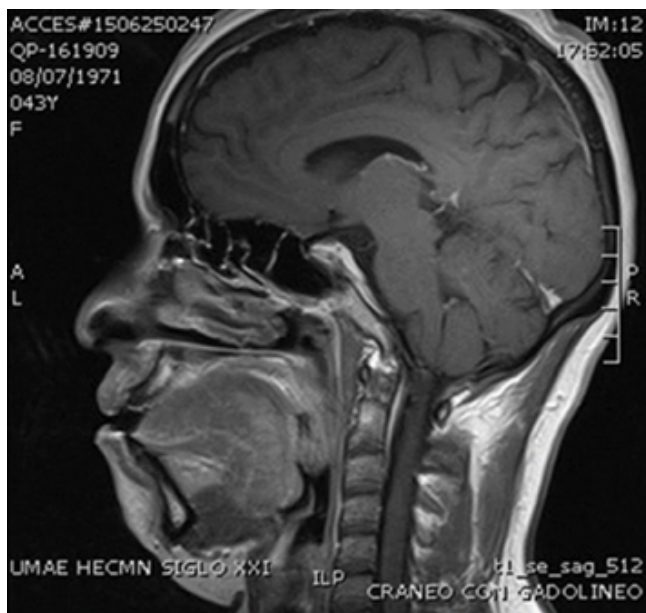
IRM en corte sagital con gadolinio, sin evidencia de reforzamiento ante la administración de medio de contraste.
